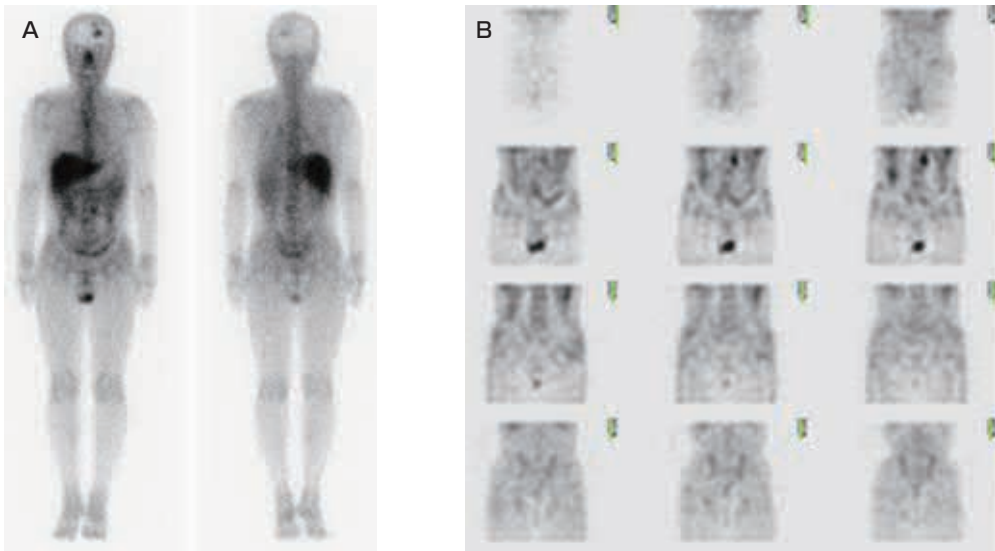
^{67}Ga シンチグラム。全身前後像(A)および SPECT 前額断(B)。左頭部、腹部に異常集積を指摘された。Retrospective にみると左精巣は右側に比べやや集積が高いものの、検査の時点では陰部の生理的集積として異常は指摘されなかった。
